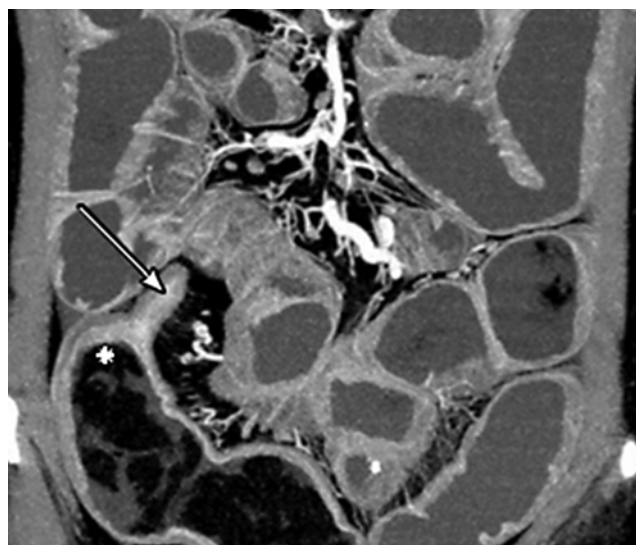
Мультиспиральная компьютерная томография брюшной полости пациента Г., 41 год.
